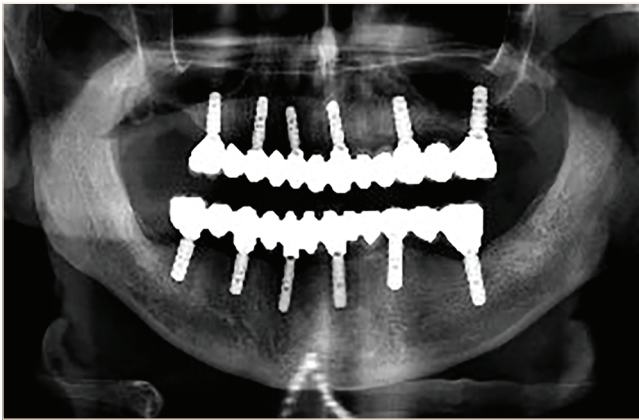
Ortopantomografia e gjendjes fillestare të pacientit me punimet protetike mbi implante.
